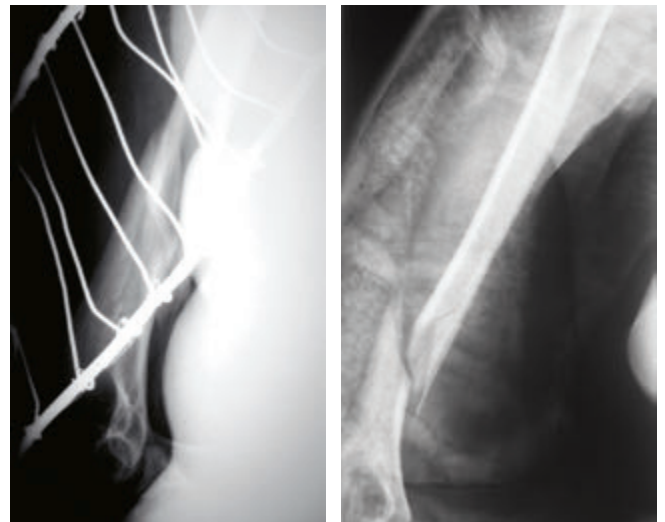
Рентгенограммы больной Л. при поступлении
